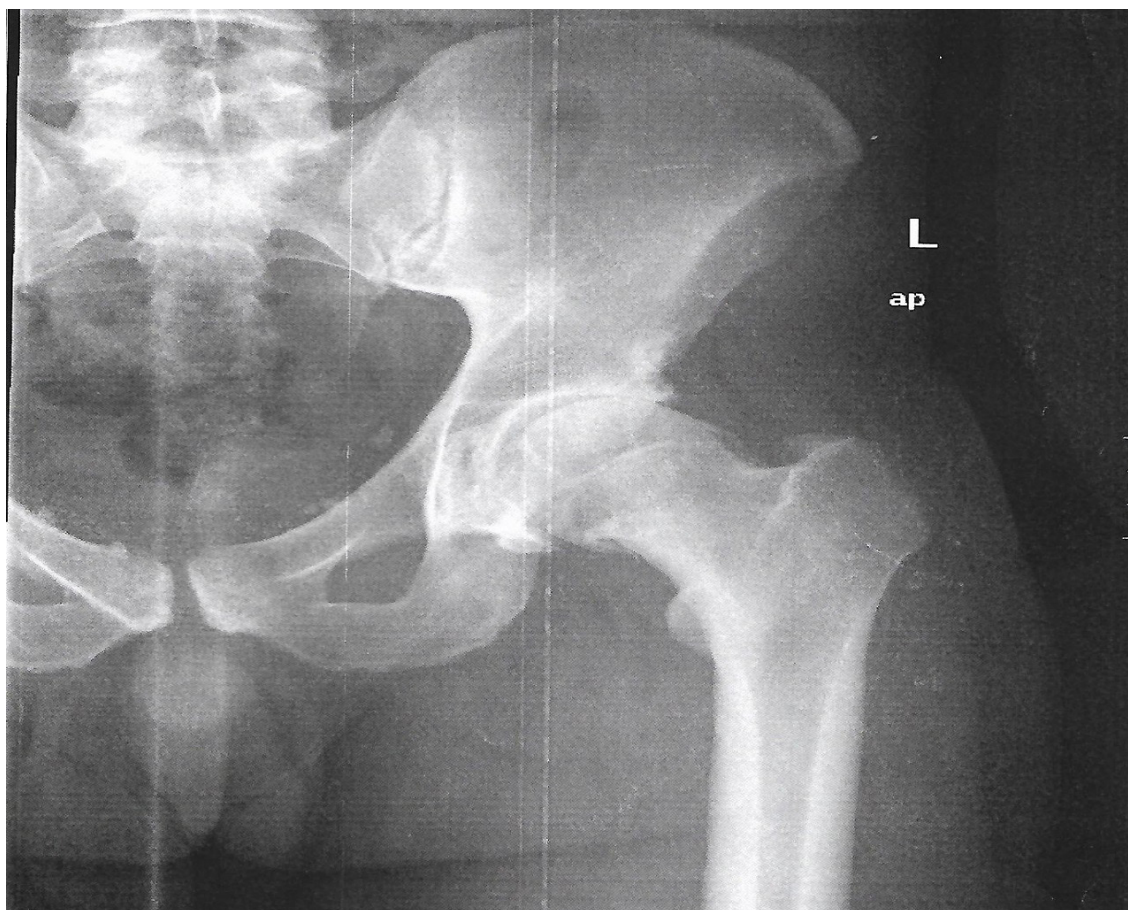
Atrapamiento femoroacetabular tipo CAM en fémur izquierdo en radiografía de pelvis antero-posterior
